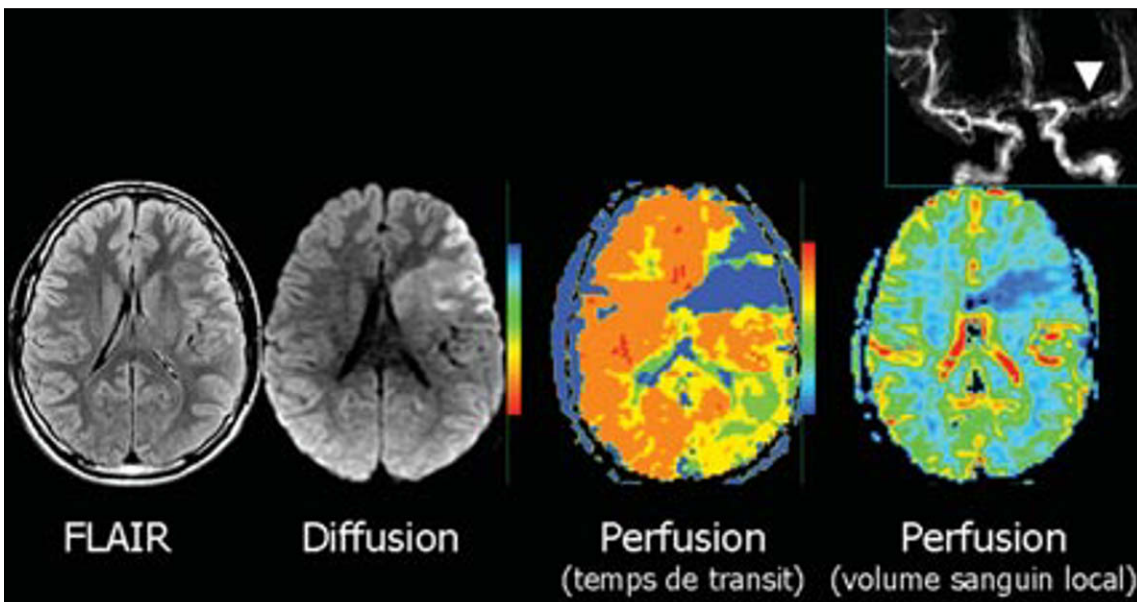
Accident ischémique hyper aigu. IRM réalisée deux heures après la survenue brutale d'une aphasie sans anomalie de signal en séquence FLAIR. Hypersignaux hémisphériques gauches en séquence pondérée en diffusion. La séquence de perfusion montre des anomalies dont l'étendue est superposable aux anomalies visibles en diffusion. Cet infarctus a un faible risque d'extension compte tenu de l'absence de mismatch et de la recanalisation partielle de l'artère cérébrale moyenne gauche (flèche).
